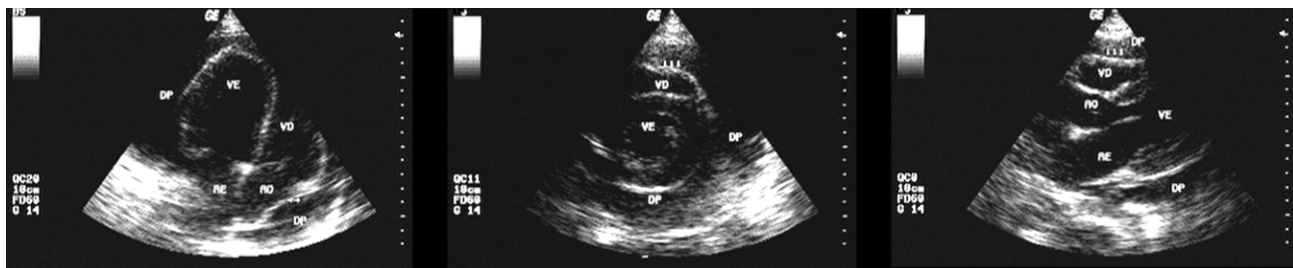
Ecocardiograma Doppler. A: em projeção de quatro câmaras; B: paraesternal de eixo curto; C: paraesternal de eixo longo. Evidencia-se grande derrame pericárdico em paciente portadora de insuficiência renal crônica com hemodiálise iniciada há duas semanas.
